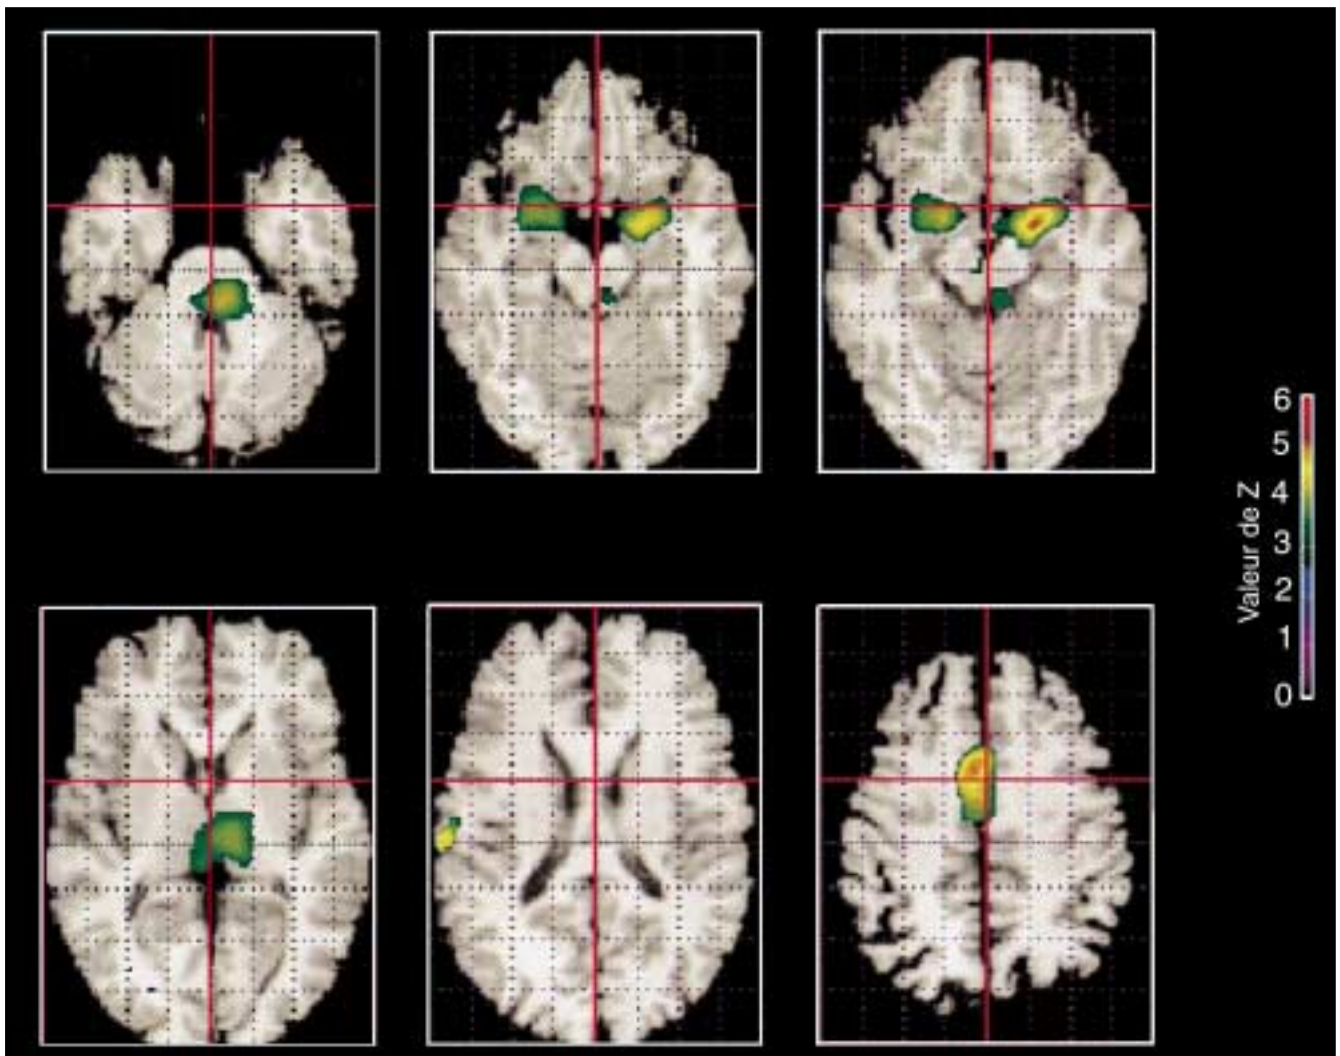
Régions cérébrales qui sont le plus activées durant le sommeil paradoxal. Les données sont affichées dans l'espace de Talairach et placées sur une IRM standard, elle-même normalisée dans cet espace. Six plans transverses sont repris (-28, -16, -12, 4, 16 et 40 mm par rapport au plan bicommissural). L'échelle de couleur représente la signification statistique des résultats. La droite des plans transverses représente la gauche des sujets. (Reproduit avec la permission de Nature [5] copyright 1996 McMillan Magazines Ltd.)
